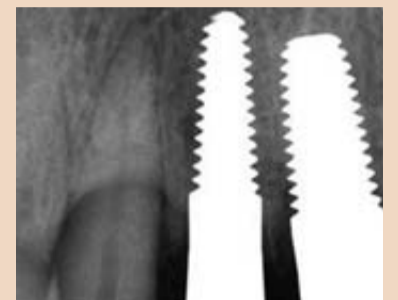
Regio 12 Kontrollröntgenbild, 16 Wochen post implantationem, unmittelbar vor Explantation.
